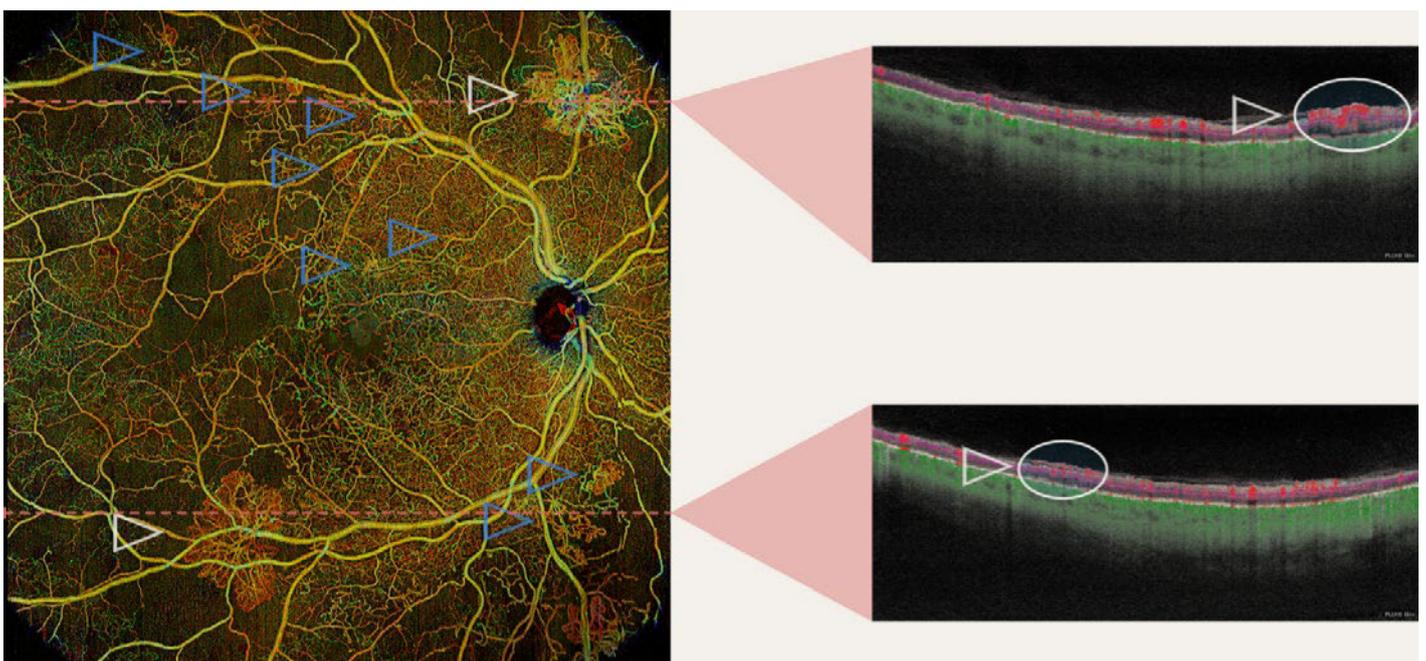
OCTA zu Abbildung 2. Mittels Pfeilen wurden dieselben Neovaskularisationen markiert. Die weissen Pfeile markieren zwei Neovaskularisationen, die in der Schnittbildgebung (B-Scan, rechte Bildhälfte; Schnittführung mittels rot gestrichelter Linie dargestellt) erkennbar sind. Die roten Punkte stellen ein Flusssignal dar, das präretinale Flusssignal der Neovaskularisationen wurde weiss umrandet. OCTA: optische Kohärenztomographie-Angiographie.
